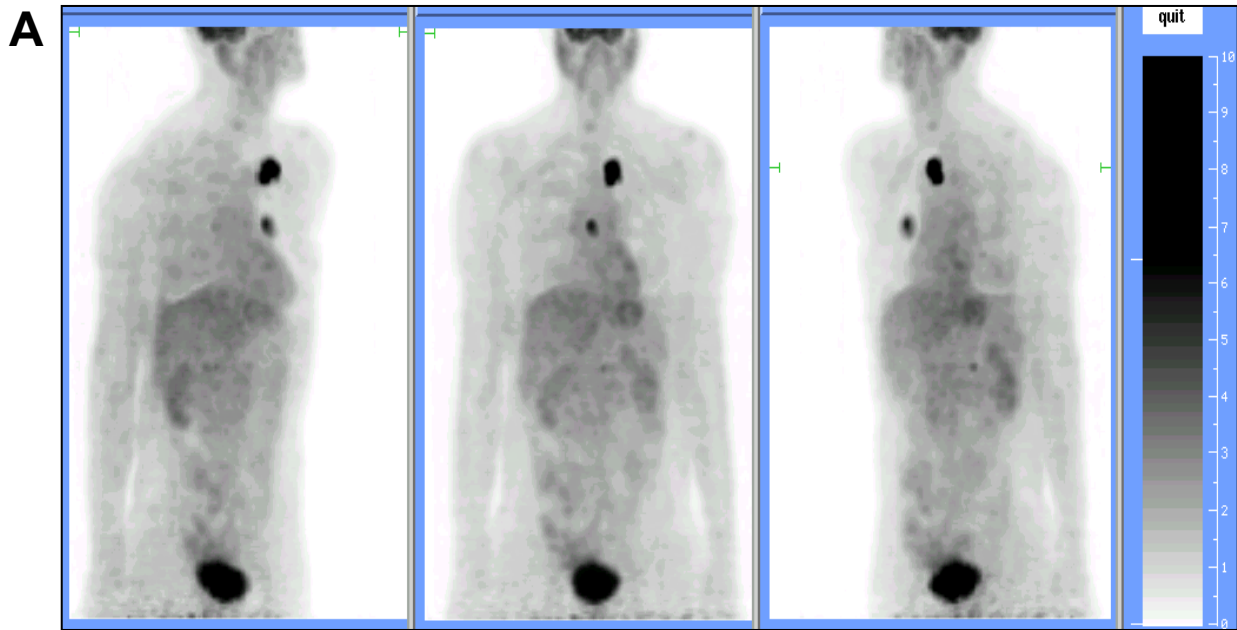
Paciente varón de 48 años de edad que debuta con una adenopatía supraclavicular izquierda de adenocarcinoma de TOD; TAC toraco-abdominal y panendoscopia negativos. La PET ^{18}F -FDG detectó correctamente un tumor primario pulmonar y una metástasis ósea en el esternón (A); la PET ^{18}F -FDG tuvo un elevado impacto sobre el manejo, ya que indicó el tratamiento quimioterápico frente a adenocarcinoma de pulmón. Un segundo estudio PET ^{18}F -FDG realizado 3 meses después mostró la ausencia de lesiones malignas macroscópicas (B) y, por tanto, una situación de remisión completa desde el punto de vista de la PET ^{18}F -FDG.
